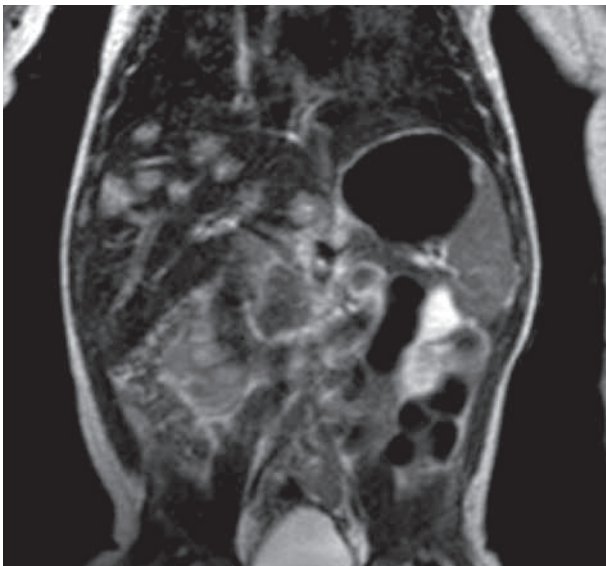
Resonancia magnética en la que se muestran múltiples imágenes redondeadas, pequeñas y simétricas en el hígado. Estas imágenes son compatibles con hemangiomas infantiles hepáticos.
